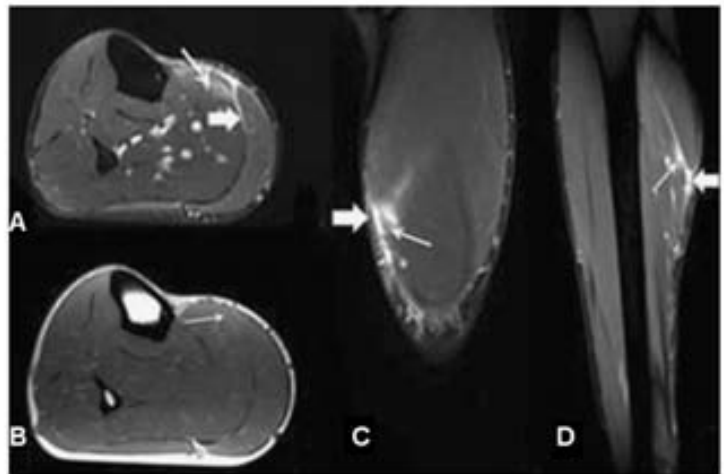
a Axial T2 fat saturated, (b) axial T1, (c) sagittal and (d) coronal T2 fat saturated MR images in a 28-year-old median-distance runner who experienced sudden posteromedial calf pain demonstrate posterior myofascial strain injury of the medial aspect of the soleus (arrow), with haemorrhage extending through the myofascial perimeter (epimysium) (short arrow)
